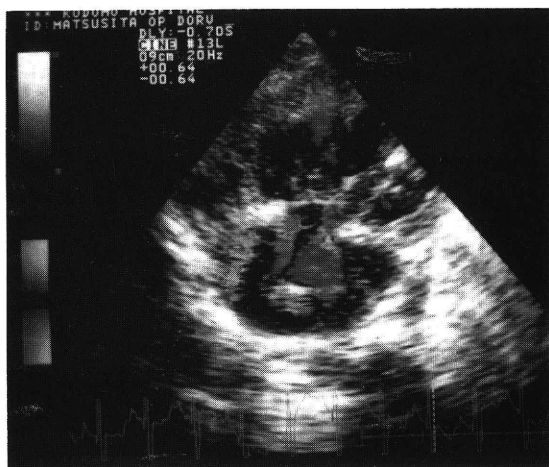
心臓超音波検査(術後)。三尖弁輪径は11mmで、三尖弁閉鎖不全は改善された。
